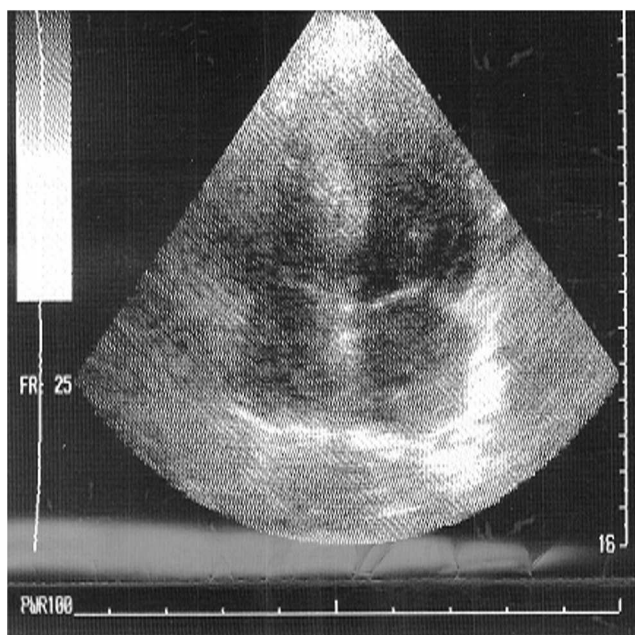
Ecocardiograma modo M, bidimensional, Doppler: dilatação biauricular, doença fibro-calcificante mitroaórtica.
